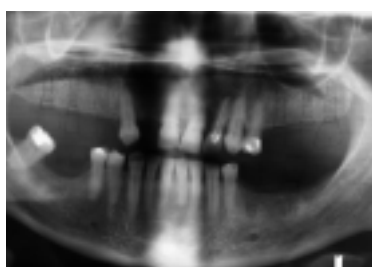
Ausgangsröntgenbild. – Abb. 2: Ausgangssituation. – Abb. 3: Entferntes Zahnfleisch innerhalb der Stanzfläche.
